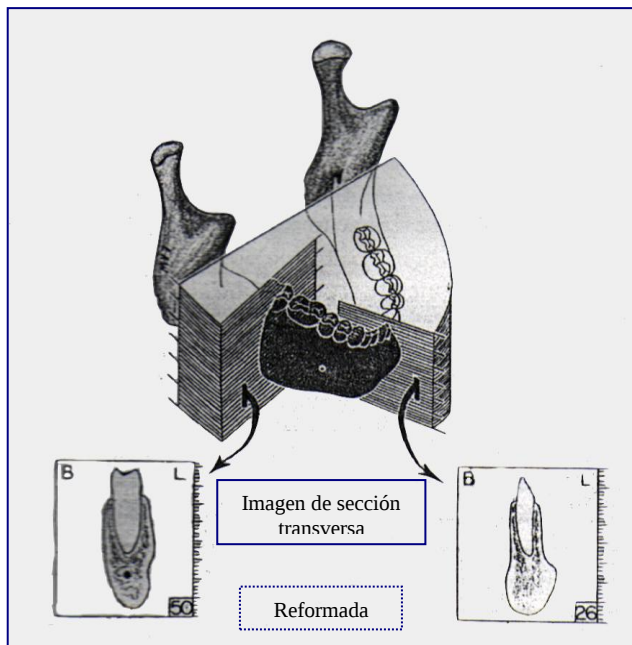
Figura # 25.- Las imágenes de Sección transversa pueden ser reformadas desde la información obtenida en los escáneres originales de una Tomografía Computarizada.
